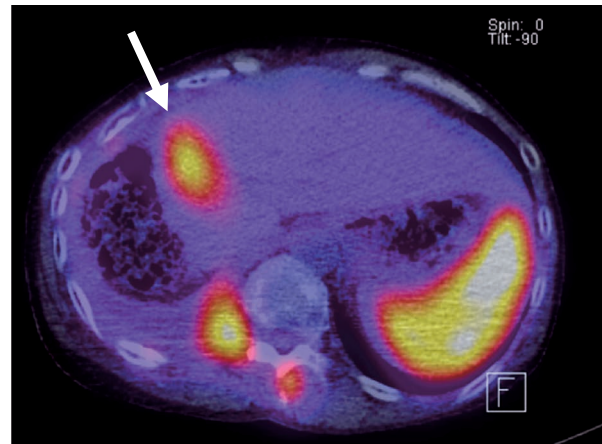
3回目のPRRT開始直前のDOTATOC PET-CT画像。肝転移巣の縮小を認めた(白矢印)。
